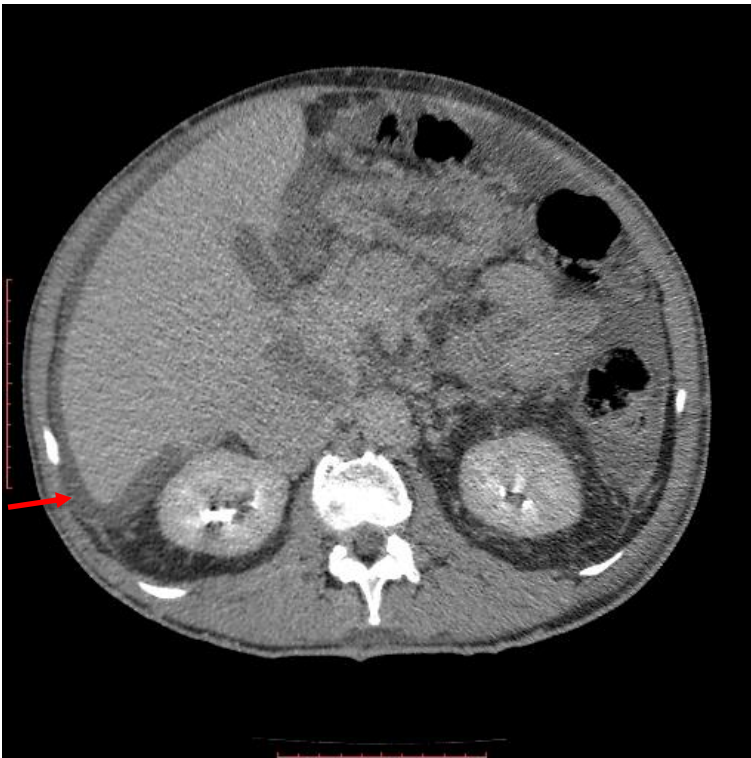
Abdominal CT scan, axial plane, showing perihepatic fluid. Mild to moderate ascites.
